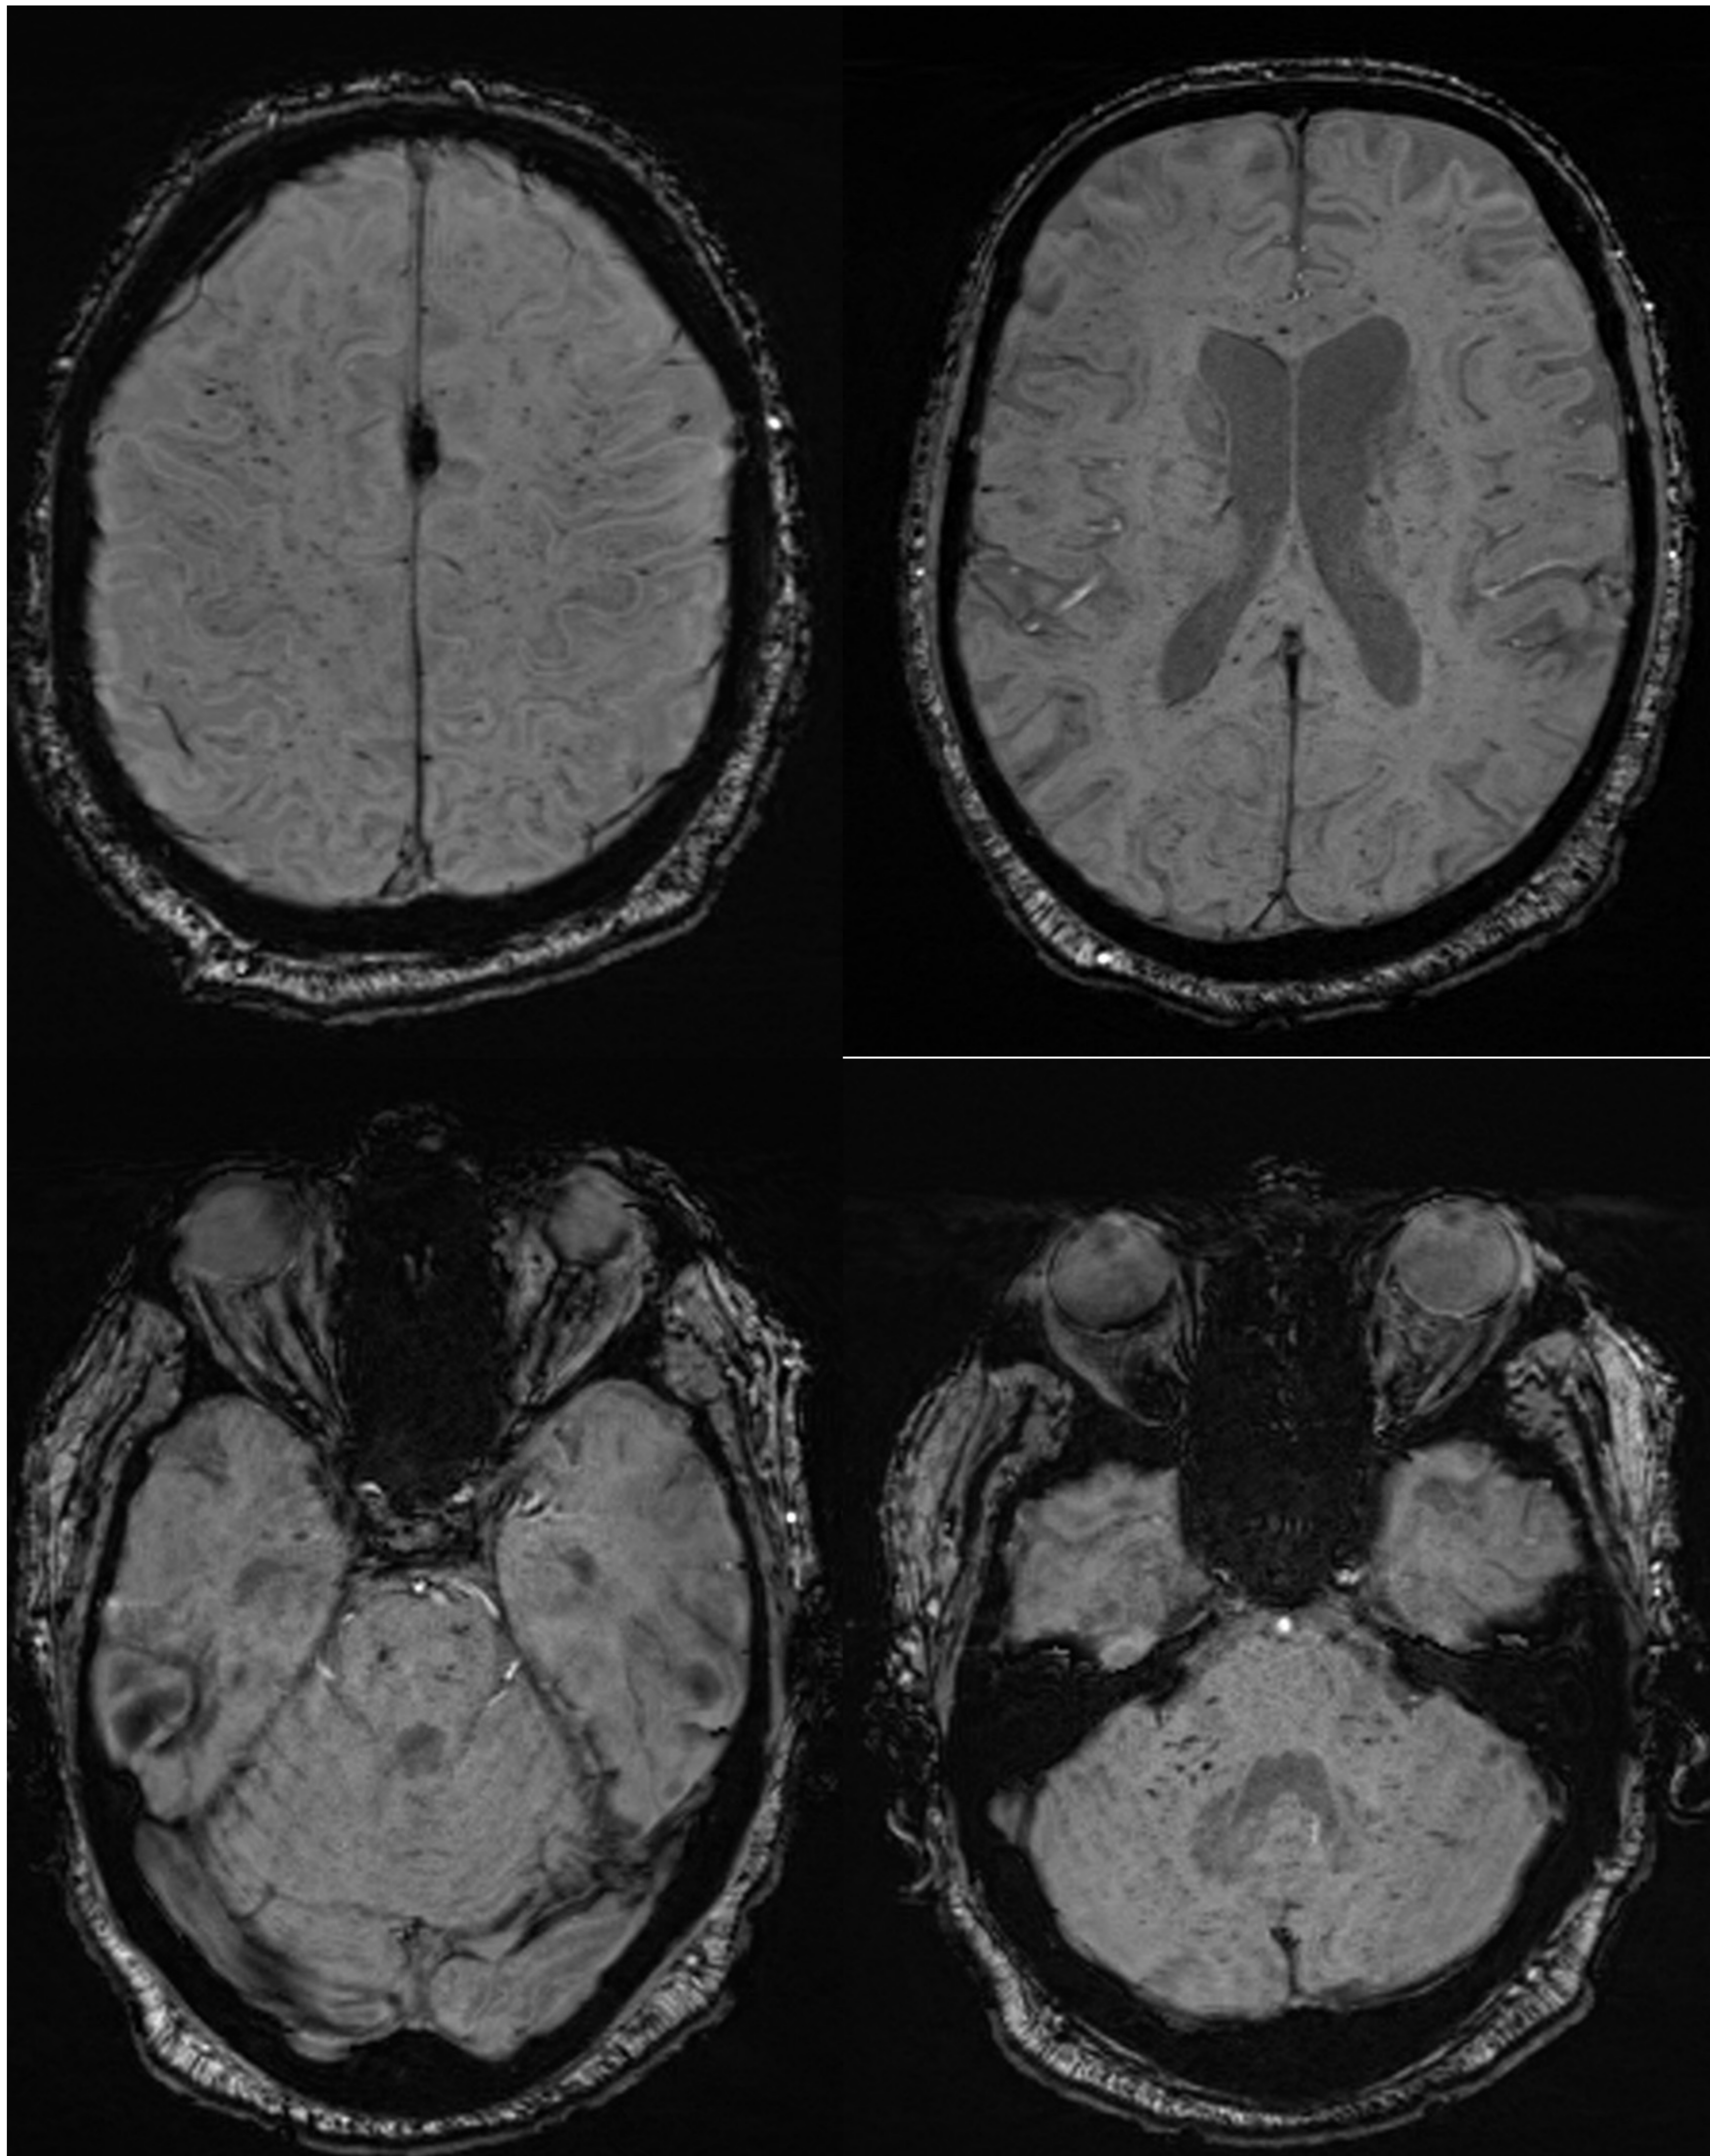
RM con secuencia SWI adquirida 12 días después del inicio de la terapia CAR-T. Múltiples depósitos focales de hemosiderina en el cuerpo calloso, tronco encefálico y pedúnculos cerebelosos en un paciente que presentó un ICANS grado 1.
